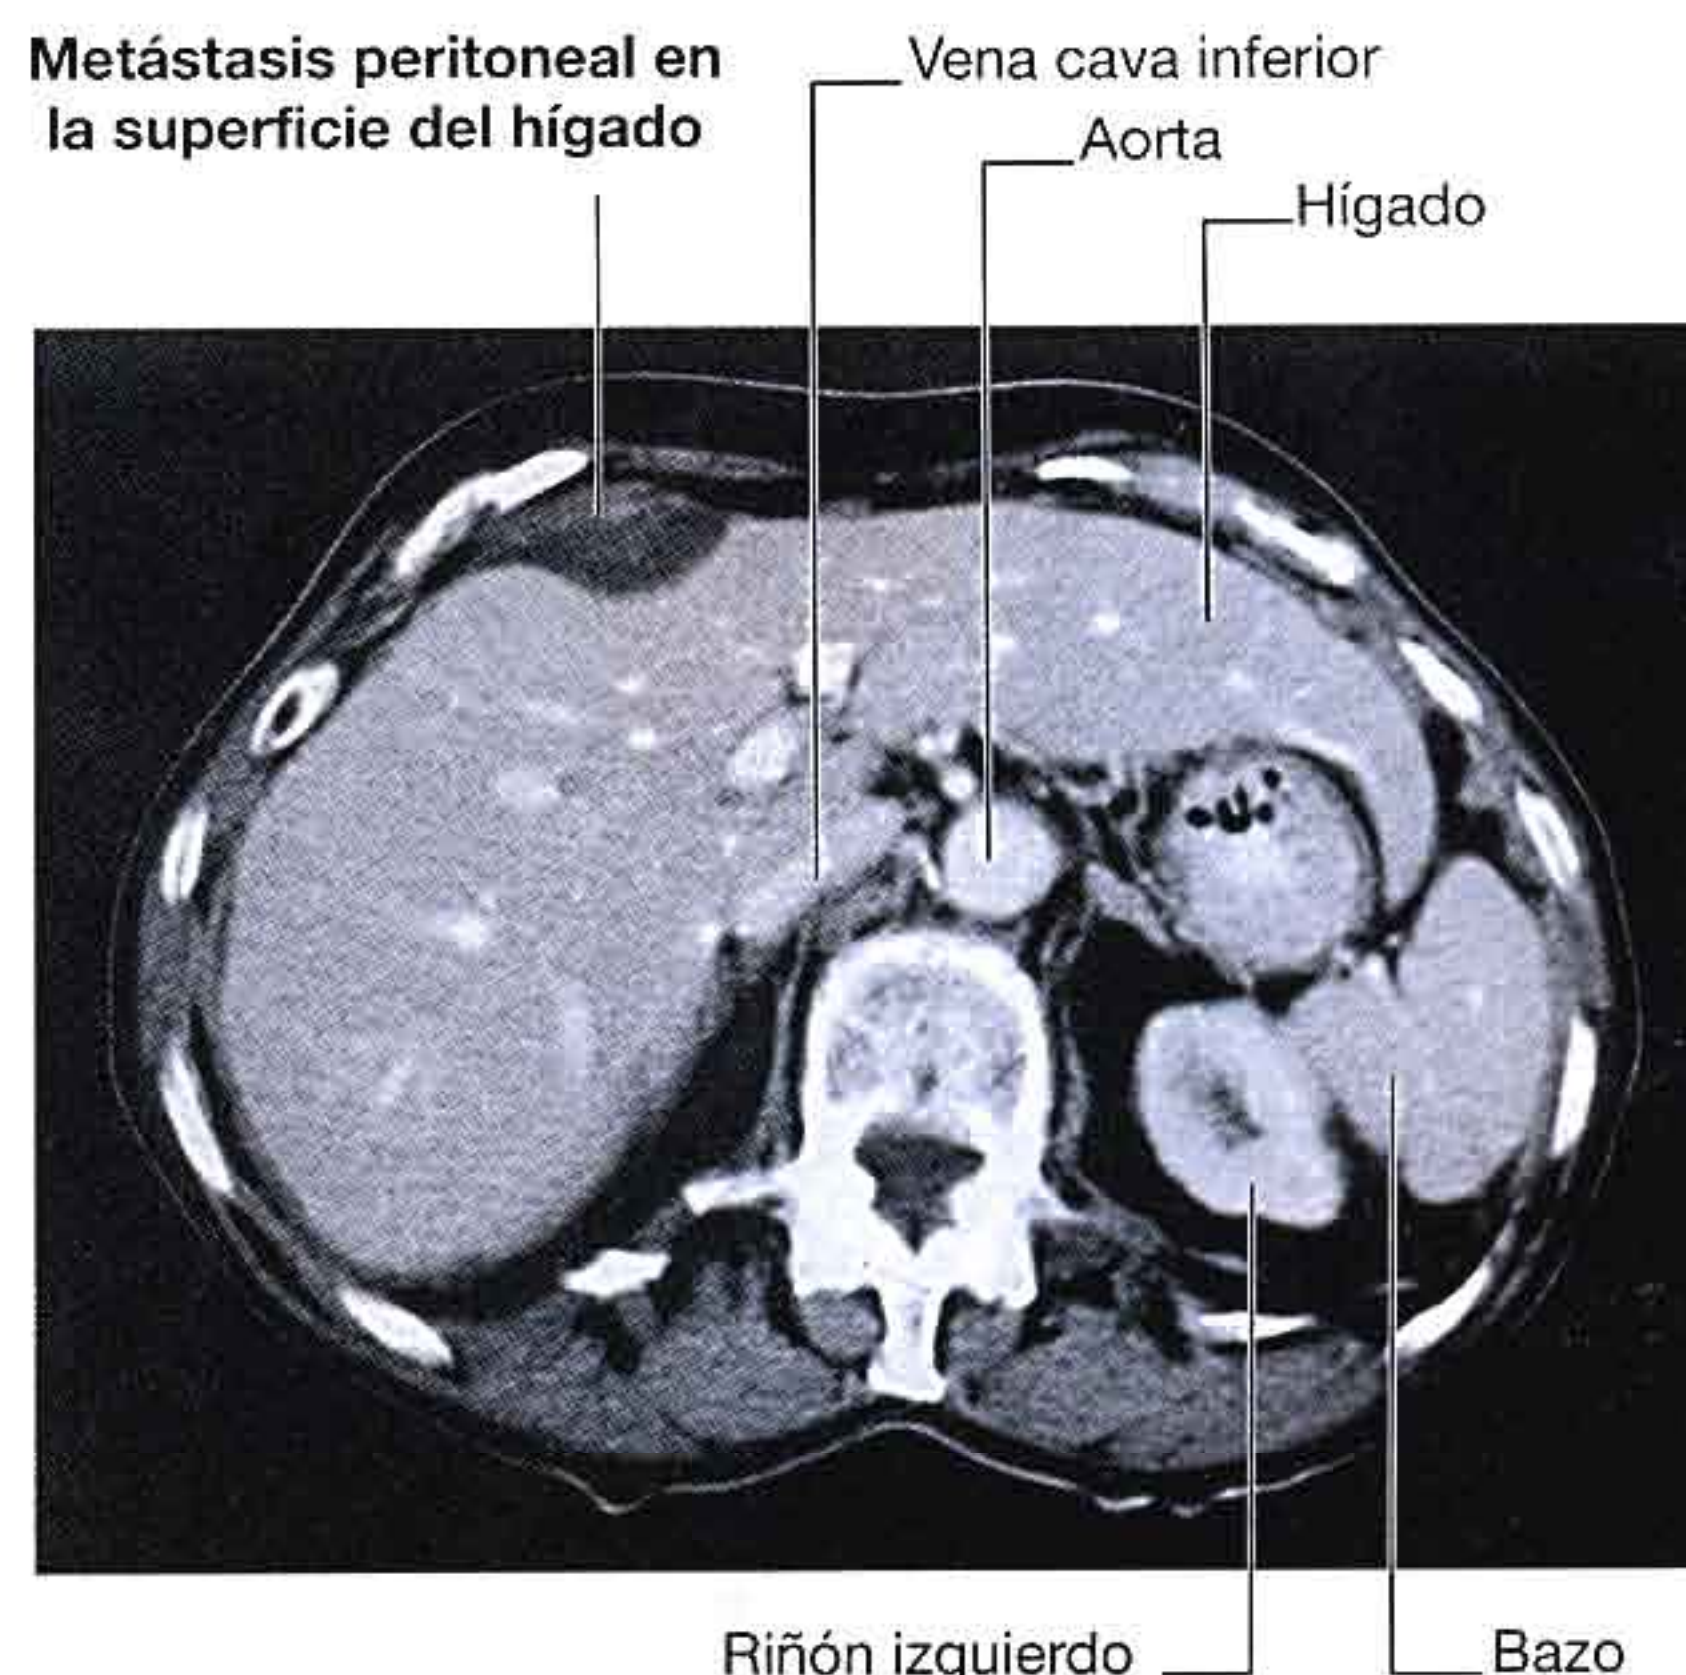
Metástasis peritoneal en la superficie del hígado. Tomografía computarizada: plano axial de abdomen superior.
